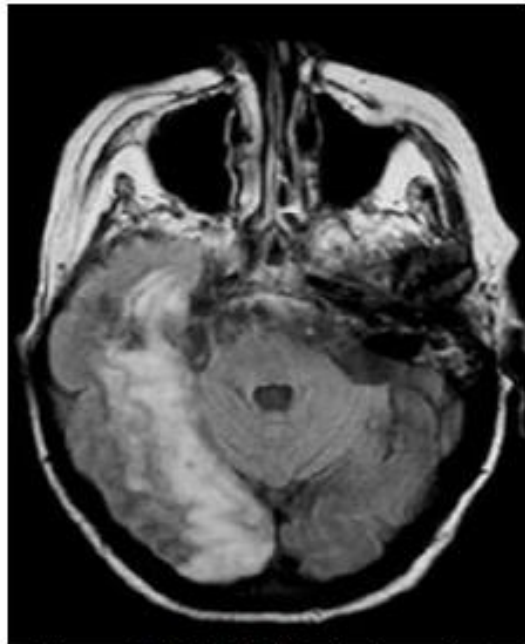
IRM cérébrale du patient
